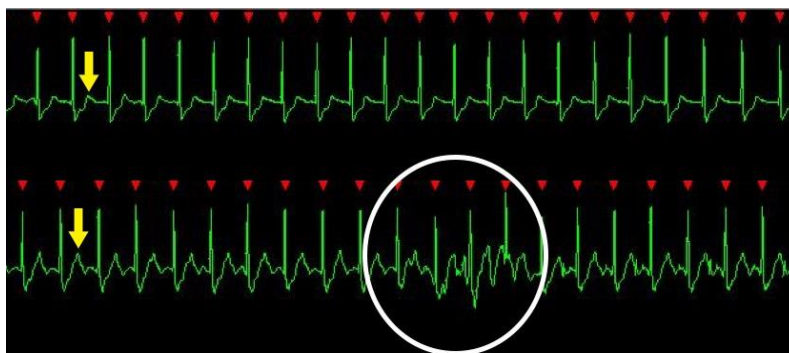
Efeito magneto-hidrodinâmico num doente submetido à realização de uma RM cardíaca num equipamento de intensidade de campo 3T (Fonte: o Autor).
